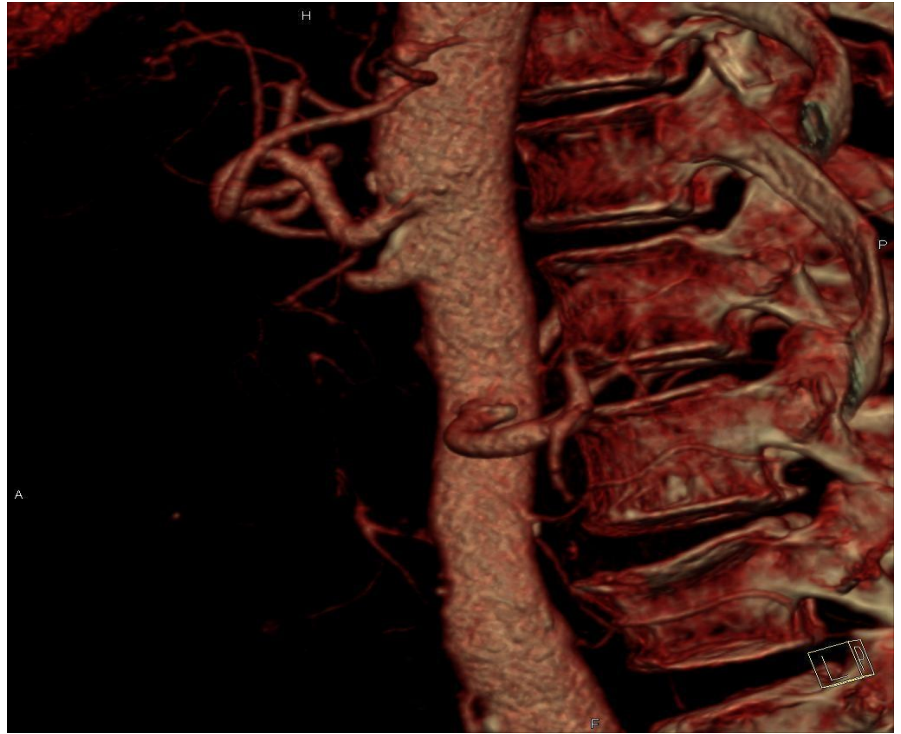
Дооперационная 3D МСКТ- аортограмма пациентки П. в боковой проекции
